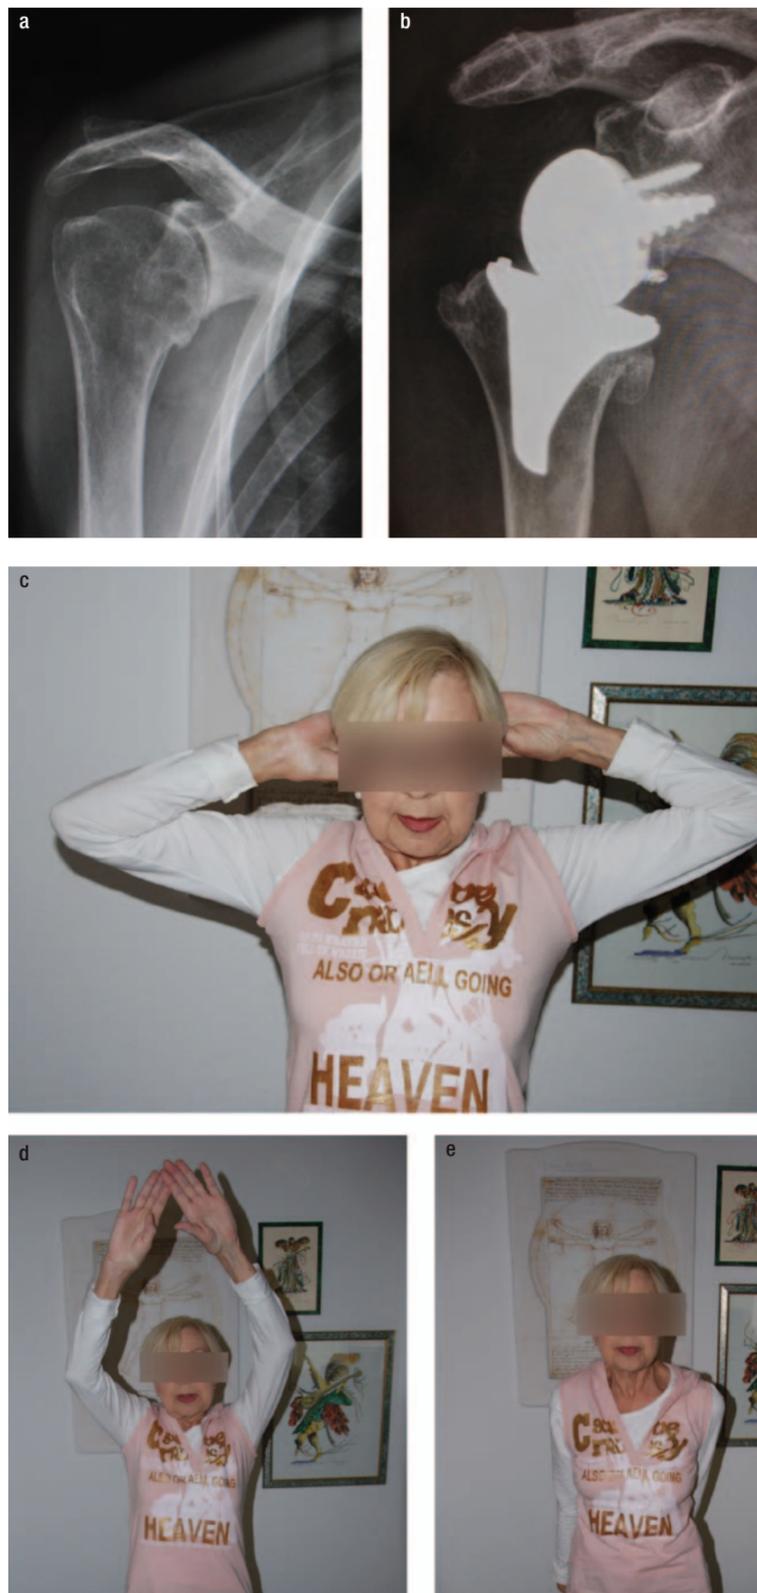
a und b: radiologisch prä- und postoperativ. c–e: inverse Schultergelenkendoprothese (re.) bei sekundärer Omarthrose und RA mit Cuffdefekt, prä- und postoperatives Röntgenbild, klinisches Ergebnis nach 3 Monaten.
